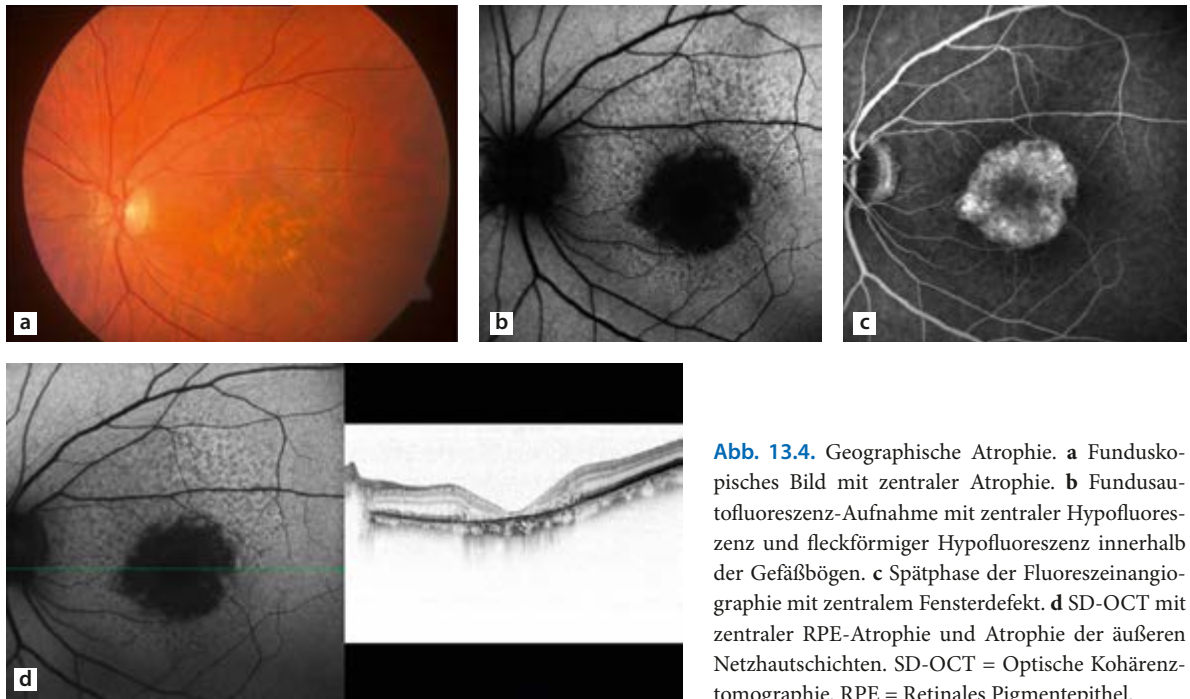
Geographische Atrophie. a Funduskopisches Bild mit zentraler Atrophie. b Fundusautofluoreszenz-Aufnahme mit zentraler Hypofluoreszenz und fleckförmiger Hyperfluoreszenz innerhalb der Gefäßbögen. c Spätphase der Fluoreszeinangiographie mit zentralem Fensterdefekt. d SD-OCT mit zentraler RPE-Atrophie und Atrophie der äußeren Netzhautschichten. SD-OCT = Optische Kohärenztomographie. RPE = Retinales Pigmentepithel.
